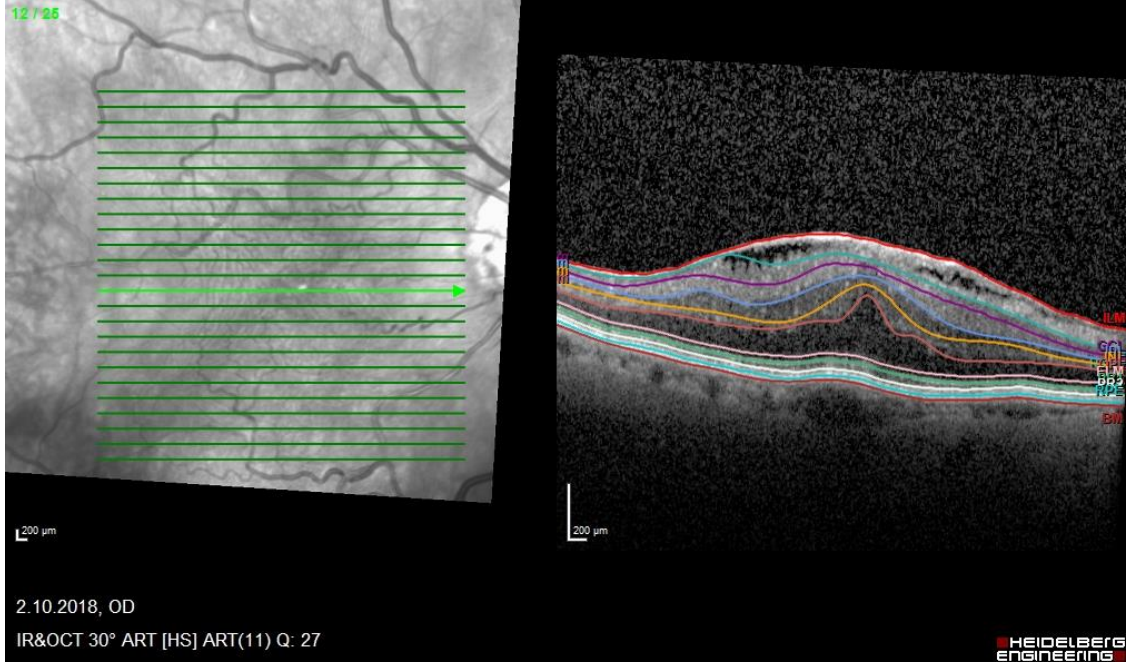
Spektral domain optik koherens tomografide sağ göz makula merkezinden geçen horizontal kesit, Temporal ve nazal iç ve dış retina kalınlık ölçümleri (Kayseri Şehir Hastanesi arşivinden)
